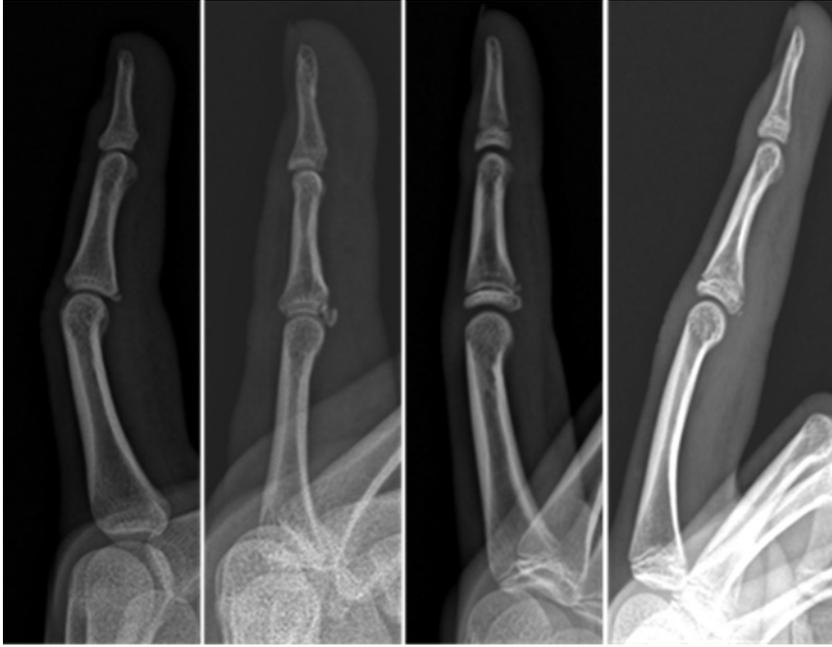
수지의 과신전으로 발생한 중위지골 견열 골절의 단순 방사선 사진: 수장판 손상과 관련되어 있으며, 부종이 심하지 않다면 단순한 테이핑을 이용하여 보존적 치료가 가능한 외래에서 가장 흔히 볼 수 있는 골절임.
